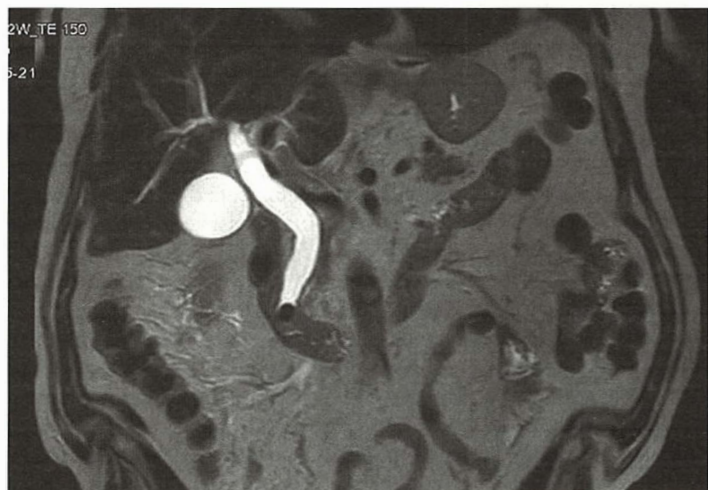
Colangiopancreatografie cu rezonanță magnetică care ilustrează impactarea unui calcul în calea biliară principală distală.
